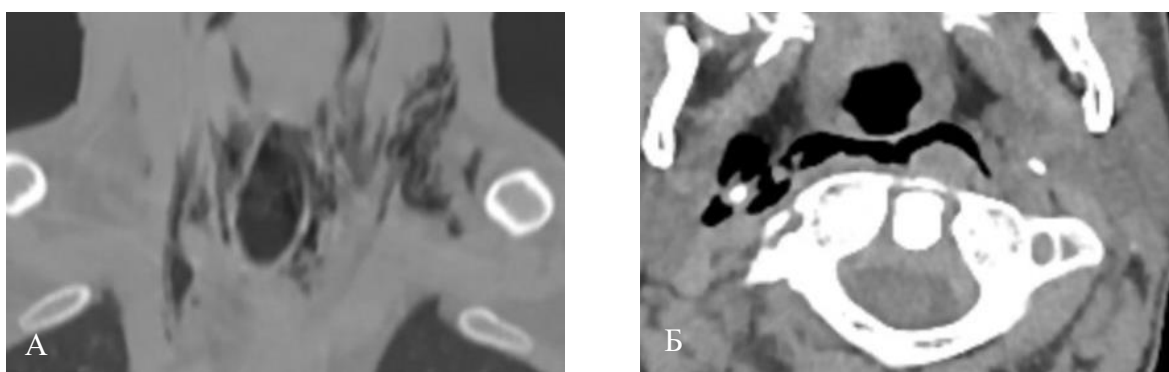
Эмфизема мягких тканей шеи, определяемая по данным СКТ шеи: А – корональный срез; Б – аксиальный срез
